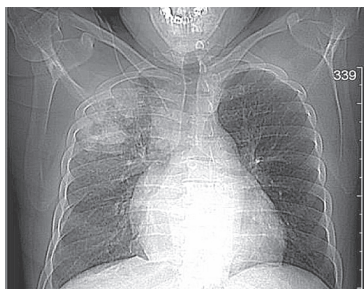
Рентгенография ОГК больного М.: инфильтрация легочной ткани в верхней доле правого легкого
